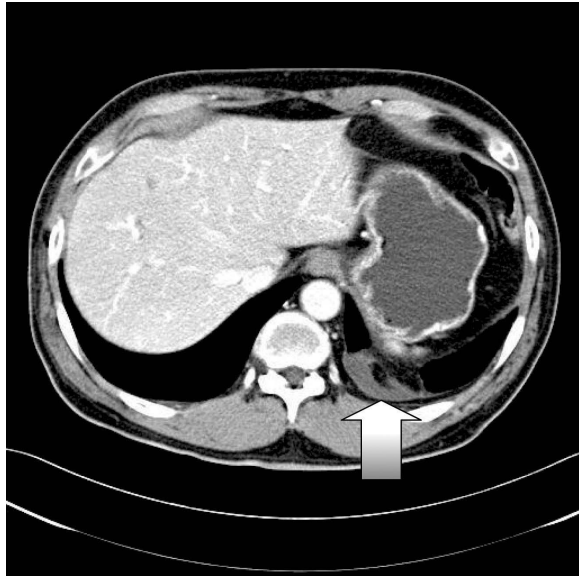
Postcontrast CT scan showed no enhancement in this mass.
